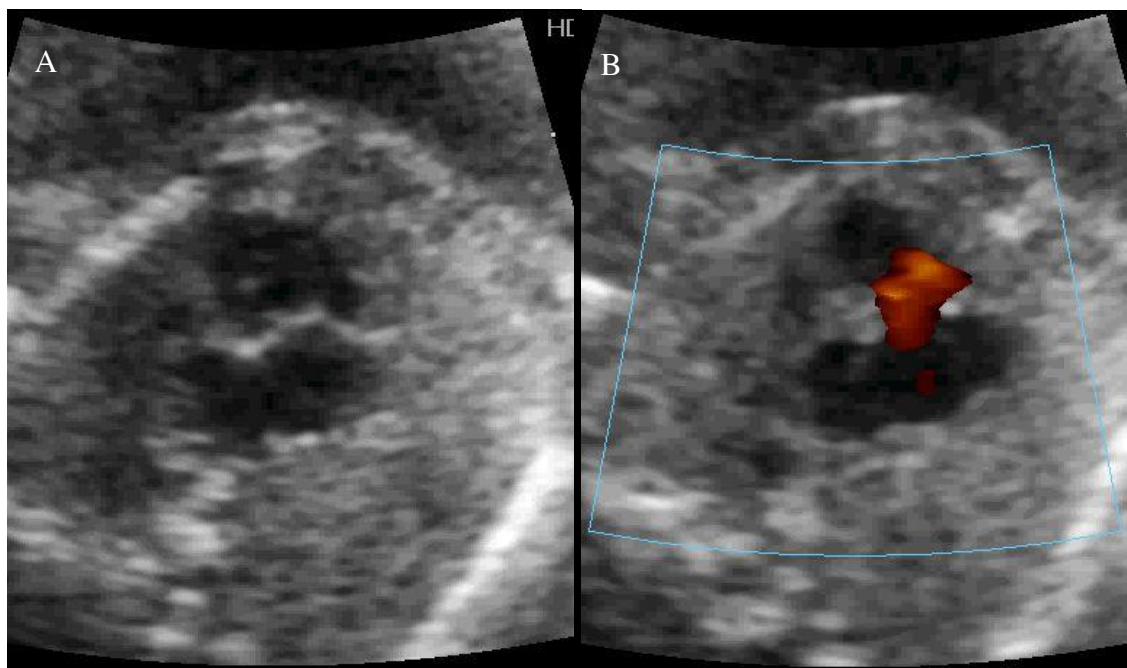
Doppler màu trong bệnh KNT ở thì tâm trương (A) và tâm thu (B). (*Video 42.7*)
